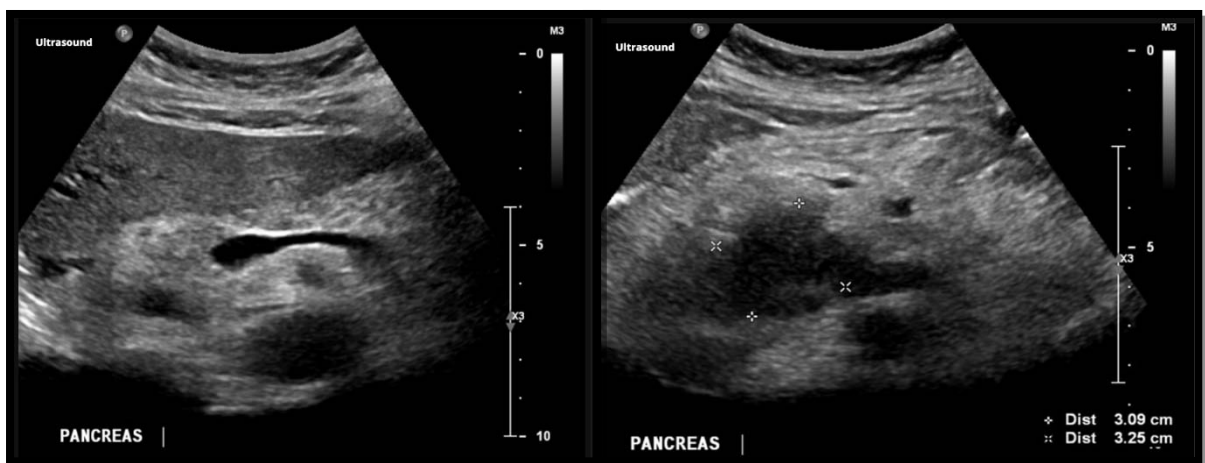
Échographie abdominale objectivant une masse solide hypo échogène de la tête du pancréas responsable d'une dilatation des voies biliaires intra et extra hépatiques.[30]
